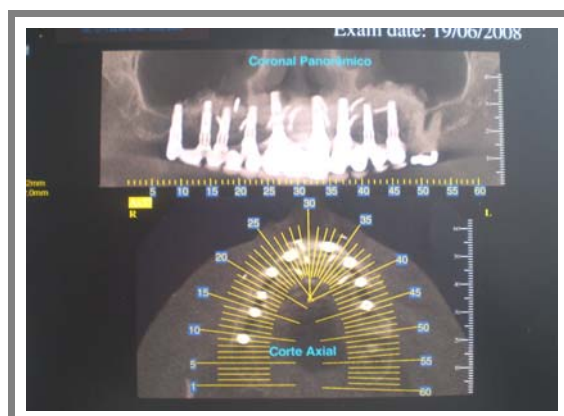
Tomografia computadorizada da arcada superior(2008)
